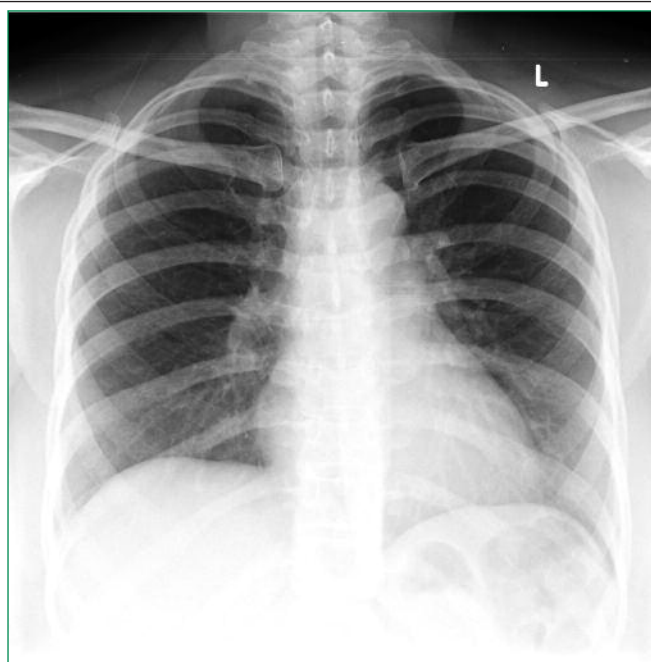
Рентгенограмма органов грудной клетки пациентки (объяснение в тексте)
